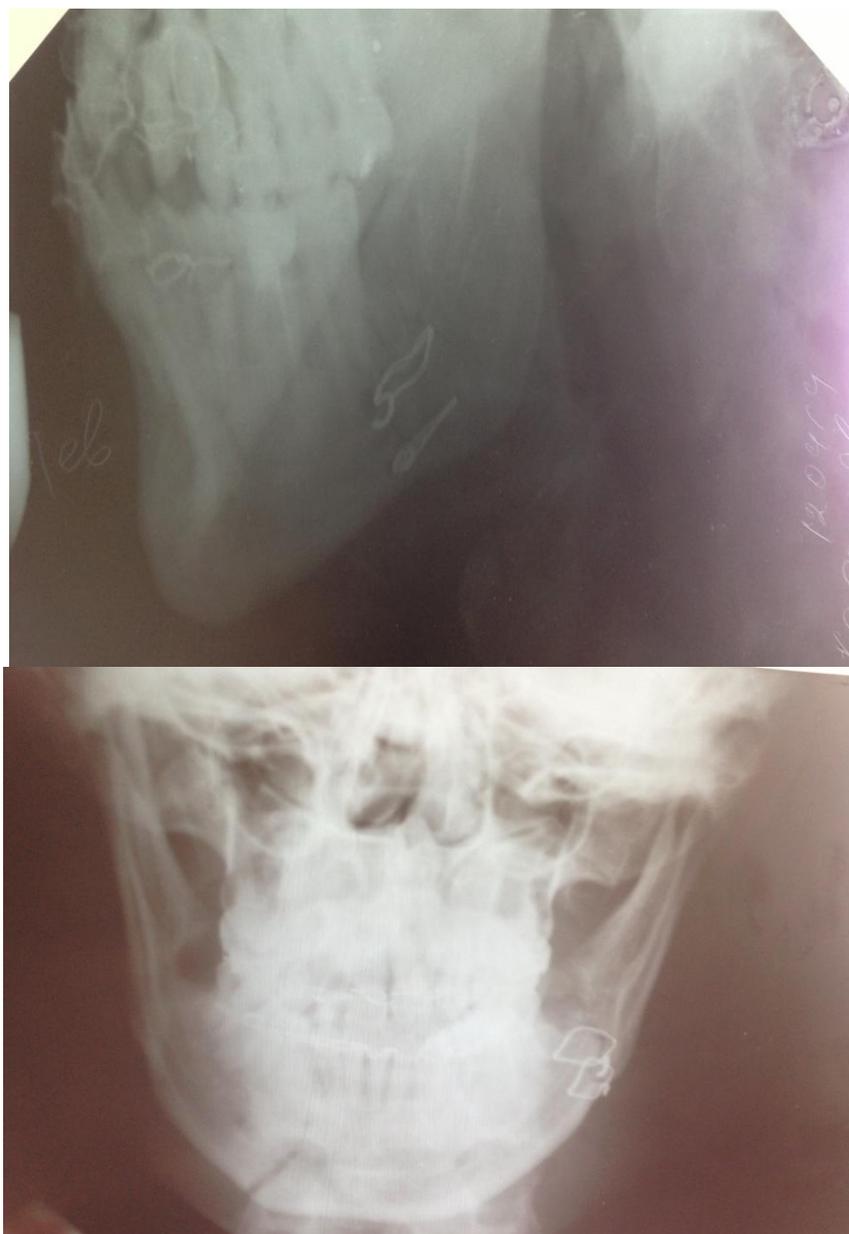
Рентгенограмма больного X. после операции «остеосинтез угла нижней челюсти слева»
